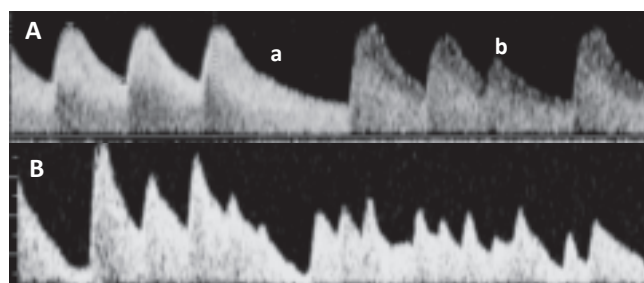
supraventrikuläre Extrasystolen – Doppler der Nabelschnurgefäße. A, supraventrikuläre Extrasystolen: (a) geblockte SVES mit kompensatorischer Pause; (b) fortgeleitete Extrasystole. B, chaotischer Herzrhythmus
